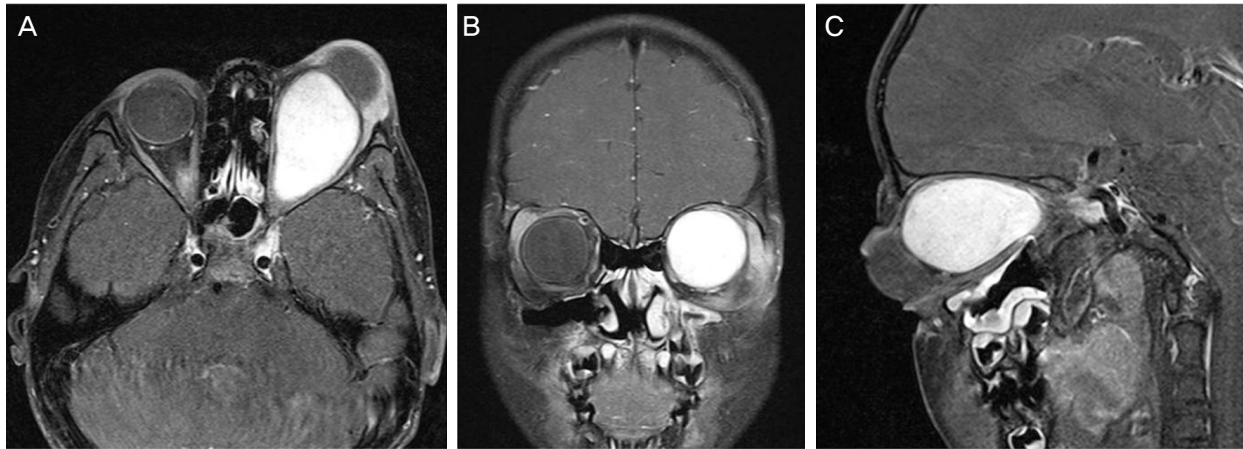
(A) $2.9 \times 2.7 \times 4.2$ -cm-sized enhancing mass involving the left optic nerve and optic chiasm (Orbit MRI (T1-weighted fat-suppressed gadolinium-enhanced image): A: axial view; B: coronal view; C: sagittal view).
